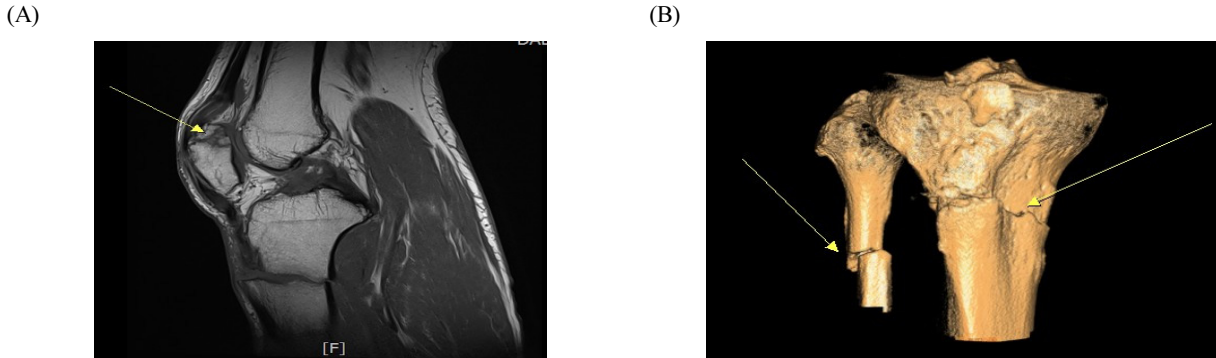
The patient's right knee magnetic resonance imaging and computed tomography. (A) Transverse fracture of patella upper pole is suspected, without significant displacement. (B) Transverse fracture involving proximal tibia and fibula shaft, with mild subluxation.
